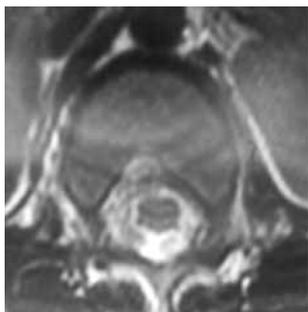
Компьютерная томография поясничного отдела позвоночника пациента Р., 3 лет
